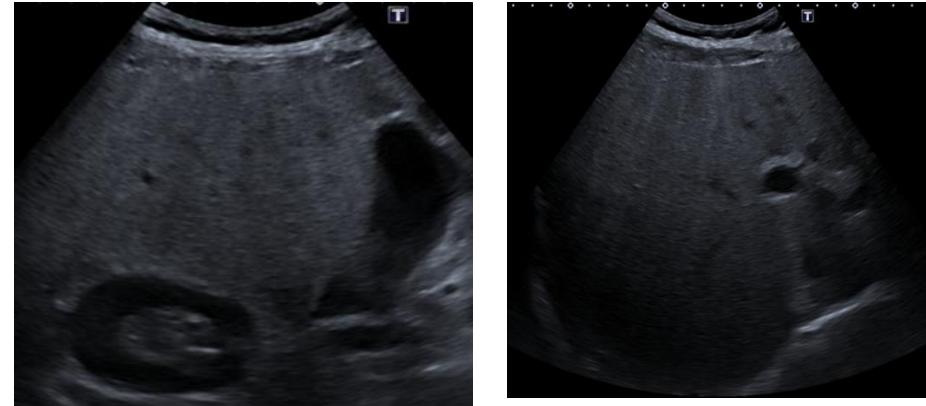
ecografía abdominal hepática que muestra esteatosis moderada.
